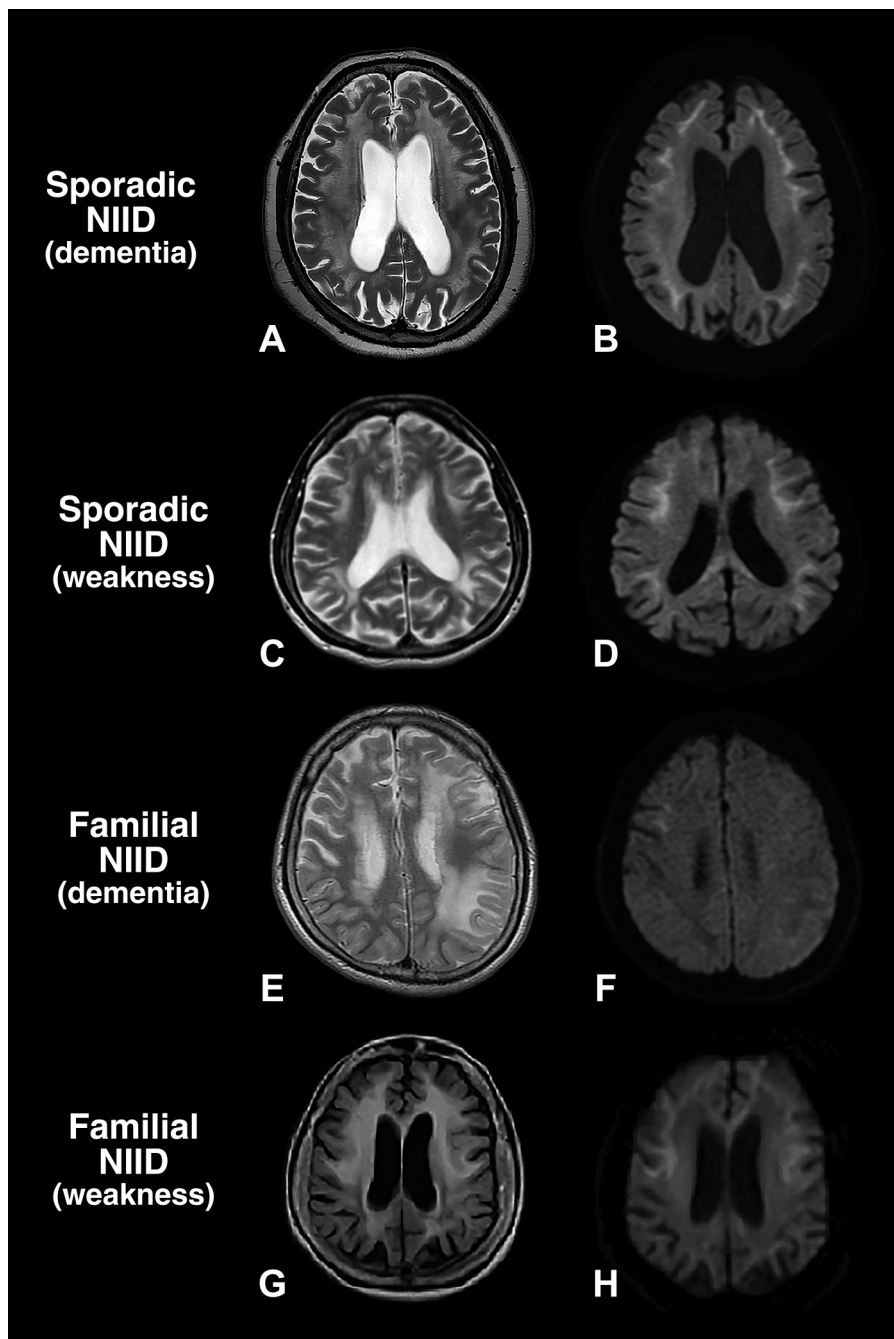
Head MRI findings of neuronal intranuclear inclusion disease (NIID).
